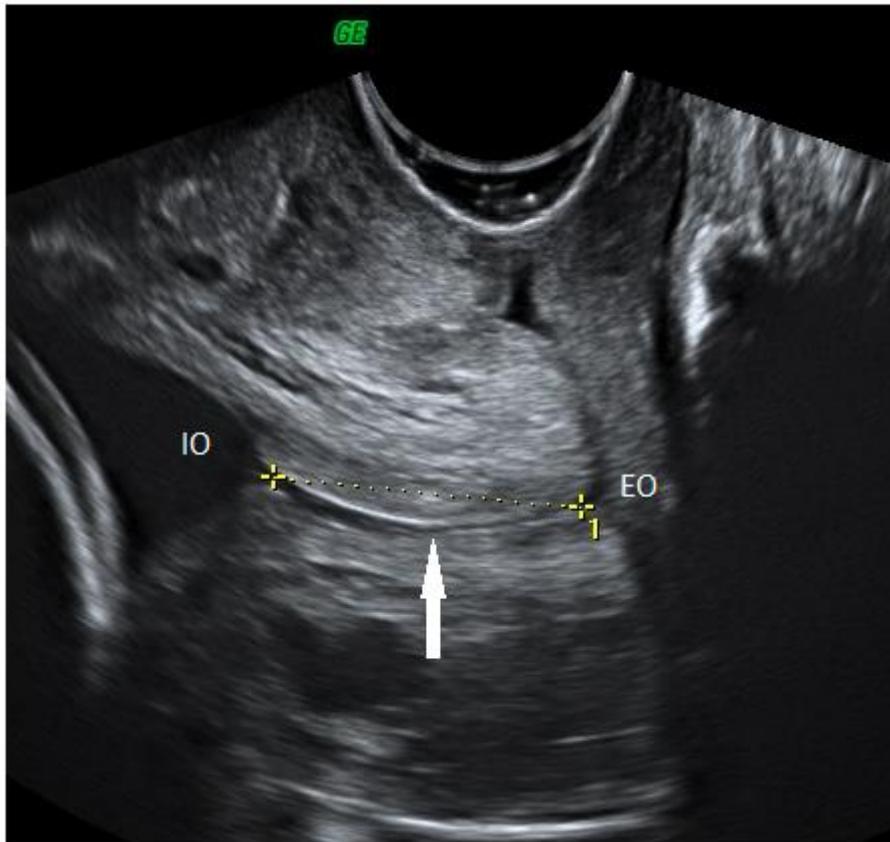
Transvaginal ultrasonography in sagittal section. The endocervical mucosa (arrow) is used as a guide to identify the internal (IO) and external (EO) os. The straight-line technique is presented (dashed line).
